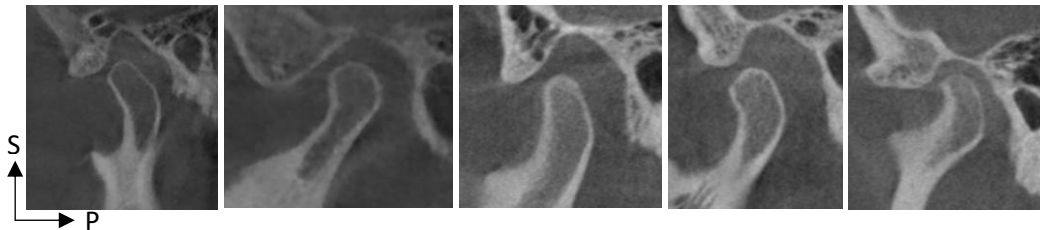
Série de coupes de CBCT de condyles gauches dans le plan sagittal (images personnelles)
